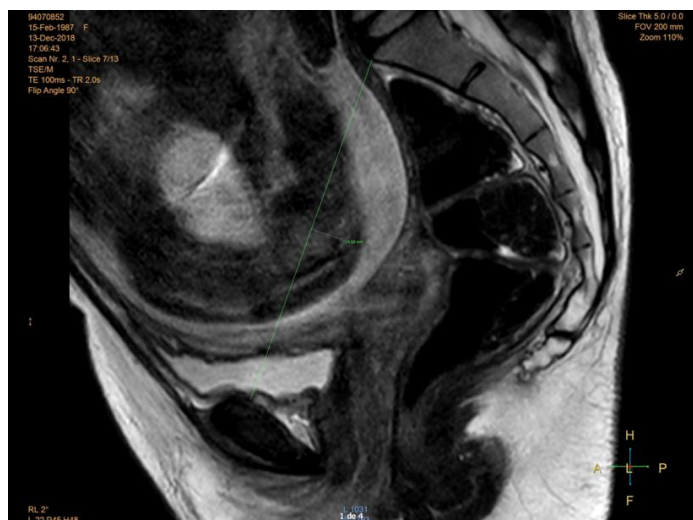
IRM - Coupe sagittale médiane avec mesure du PRP
